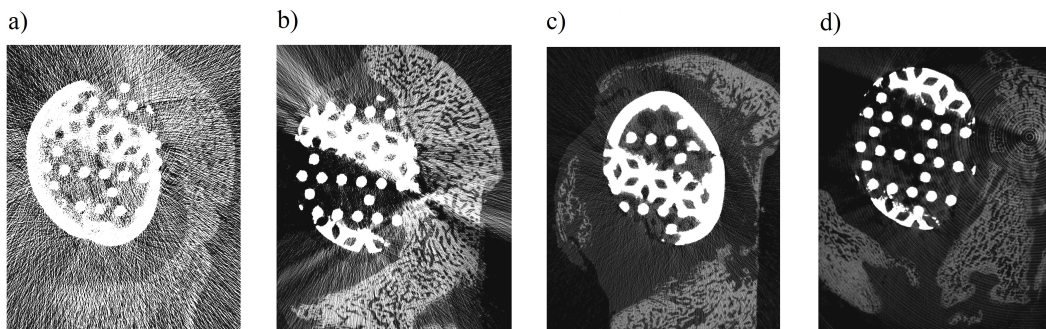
Coupes issues d'un μ CT. Énergie : a) 45 keV, b) 55 keV, c) 70 keV et d) 90 keV.
